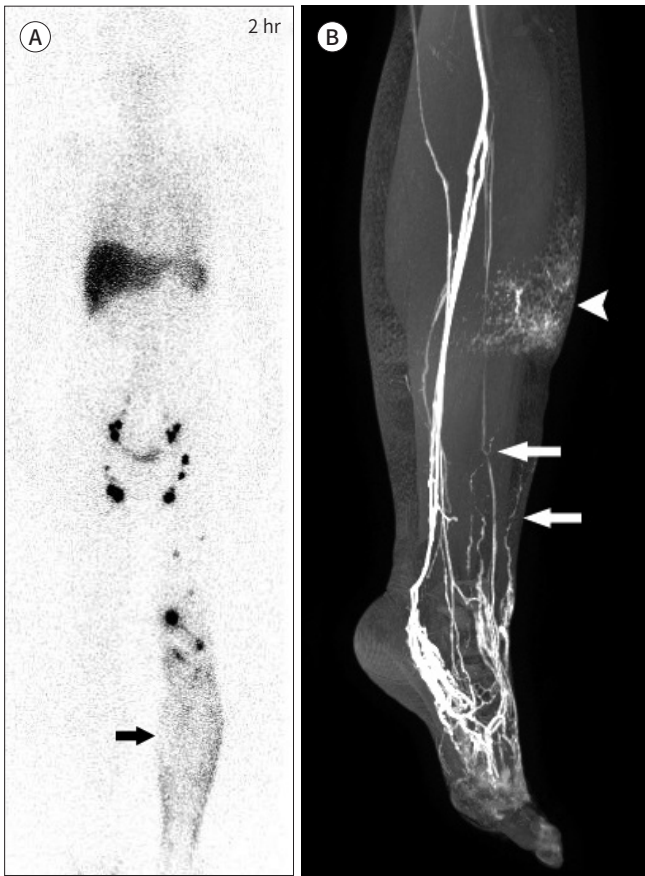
A 49-year-old woman with lymphedema for 20 years having no history of surgical intervention. A. Lymphoscintigraphy shows dermal backflow of left lower leg (arrow). B. Maximum intensity projection image using T1 weighted fast field echo-MDixon technique shows three lymphatic vessels (arrows) and dermal backflow (arrowhead) at left lower leg.
